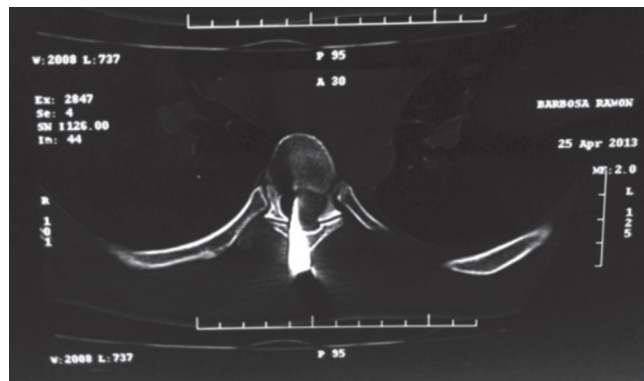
TAC de columna dorsal, se aprecia cuerpo extraño que compromete canal raquímedular.
